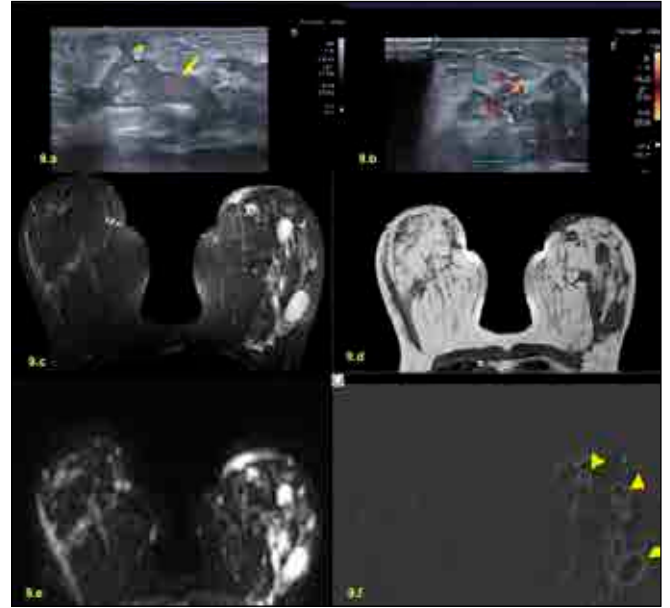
Granulomatous Mastitis. Ultrasound image, it is seen as hypoechoic tubular structures that are indistinct border but tend to merge with each other, and may be fistulized to the skin.(9. a arrowhead). Increased echogenicity and vascularity due to inflammation can be observed in the surrounding breast tissue(9.b). In breast mri, Hyperintense signal (9.c) at T2W, hypointense signal (9.d) at T1W, abscess foci restrict marked diffusion(9.e) and are peripherally enhanced in dynamic examination (9.f).
